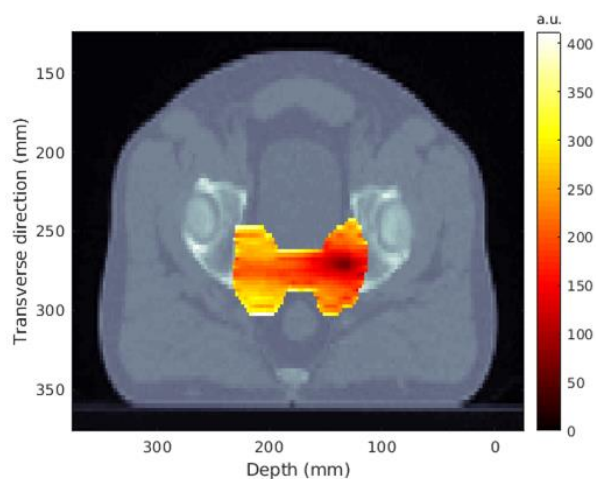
Ejemplo del mapa de error correspondiente a cada pencil beam del diccionario (ec. 4), superpuesto sobre una imagen axial del CT, para un conjunto de 4 señales  $\{s_1(t), s_2(t), s_3(t), s_4(t)\}$  detectadas por 4 transductores dispuestos según se indica en la Fig 3. En este mapa, el color rojo oscuro representa los menores valores de error, es decir, las posiciones donde es más probable encontrar el BP.
